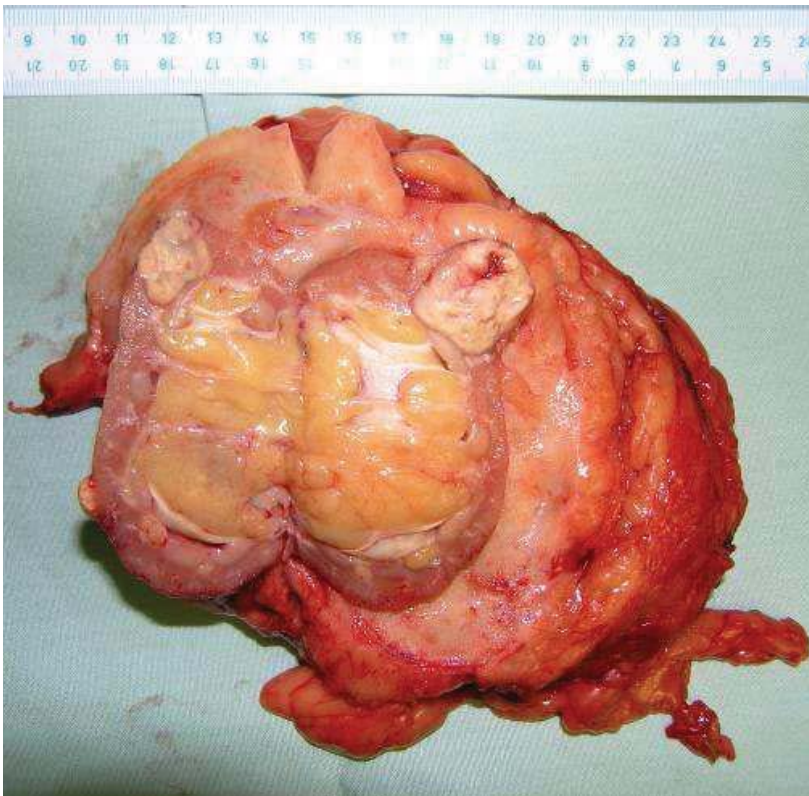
Muž, 52 let, s transplantovanou kadaverózní ledvinou do pravé jámy kyčelní. Mnohočetný tumor pravé ledviny na CT. Pacient podstoupil translumbální nefrektomií vpravo.
